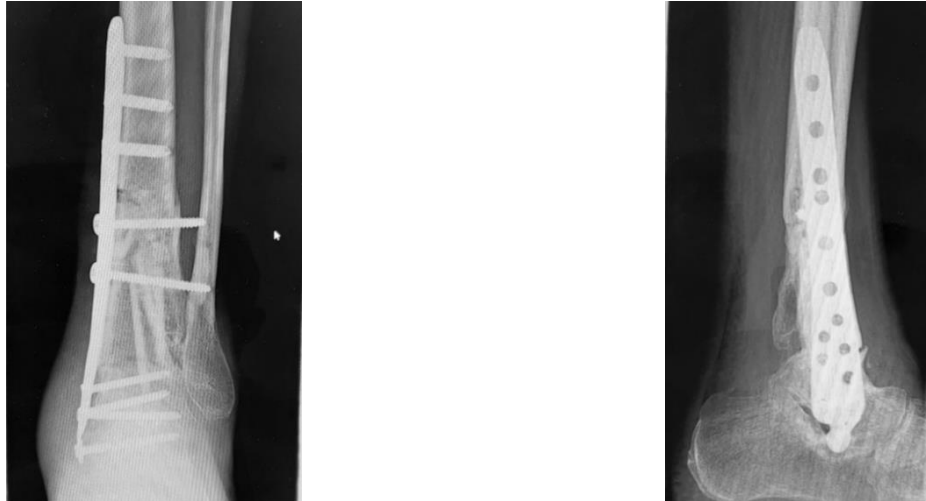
Фотовідбитки рентгенограм лівої гомілки пацієнта Д., 32 роки (історія хвороби № 100056) через 5 міс після оперативного втручання: перебудова, зрощення алоімплантата та кістки реципієнта, анкілоз лівого надп'яtkово-гомiлкового суглоба.
